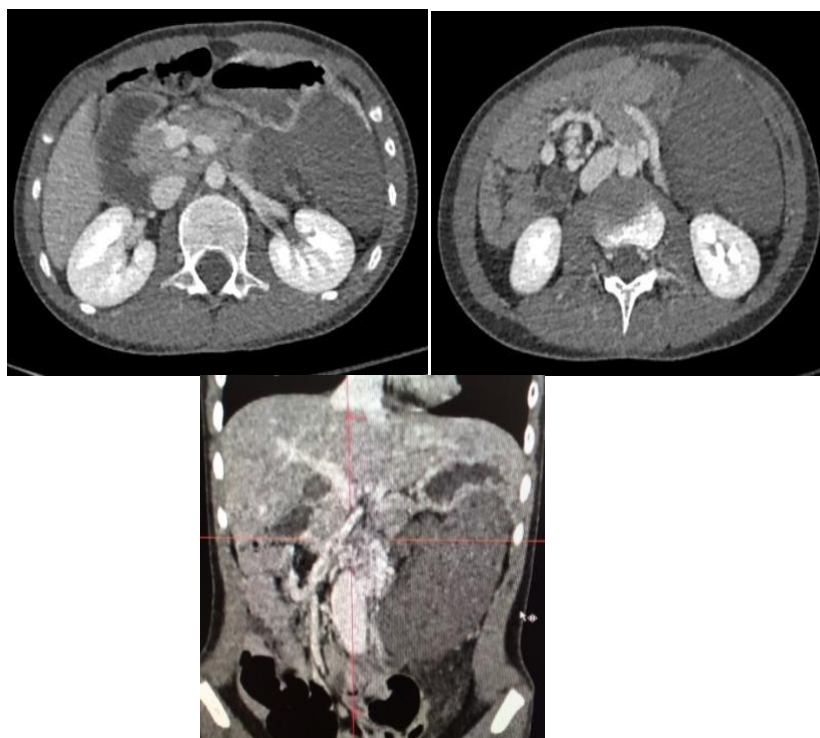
КТ признаки дистопии селезенки, спленомегалии, не исключается перекрут сосудистой ножки селезенки (блуждающая селезенка)
